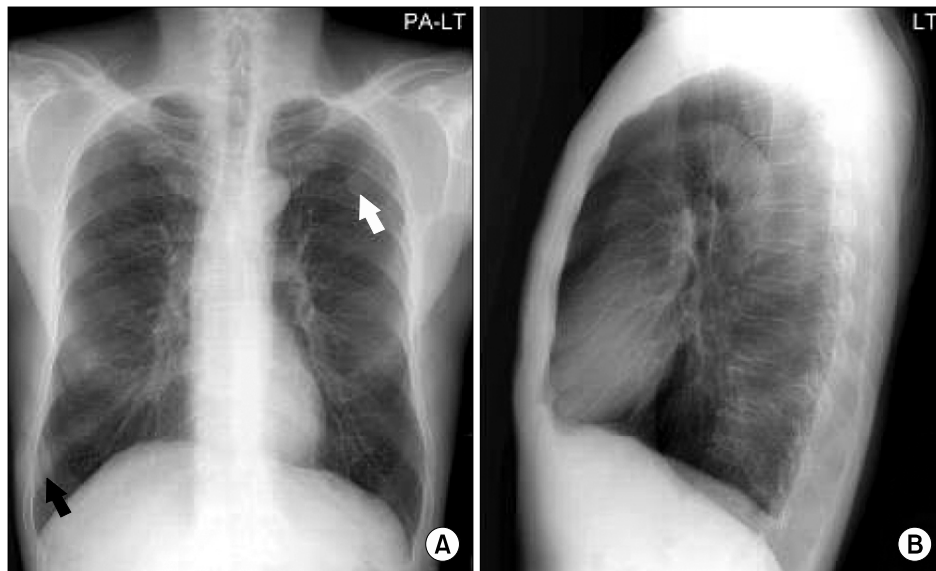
Chest PA and left lateral radiographic findings of 62 year old patients who had already known pulmonary nodules. Faint mass like density are found at left 4th intercostal space (white arrow) and soft tissue swelling in right lower chest (black arrow).
